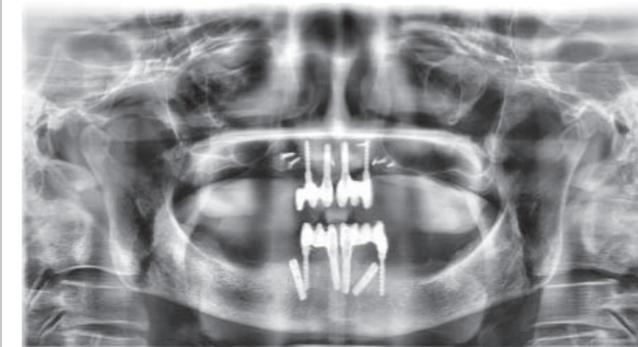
ОПТГ пациентки X. Рентгенологический контроль через 3 месяца после операции
